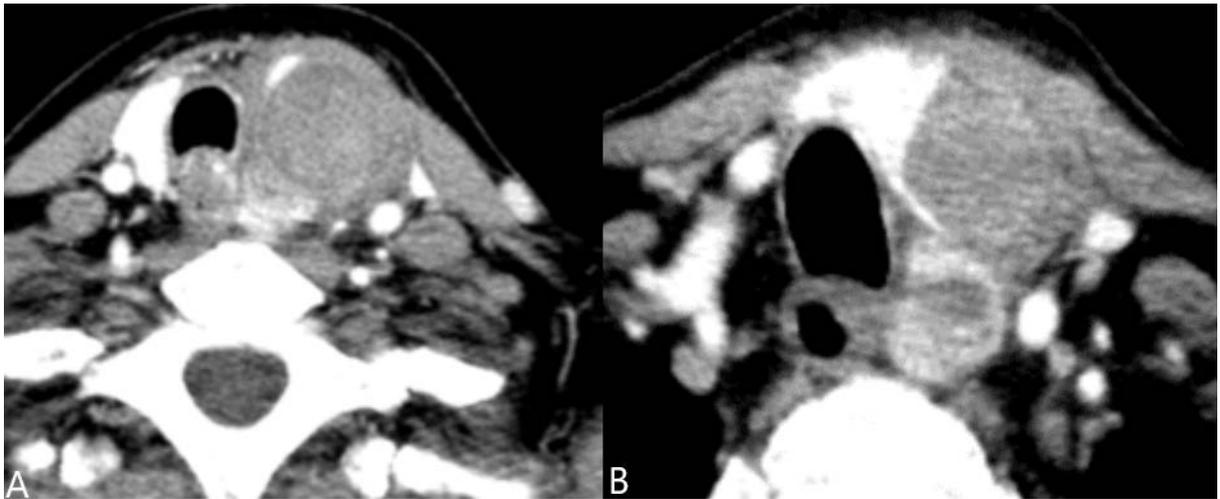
Tomografía contrastada de cuello, cortes axiales.
